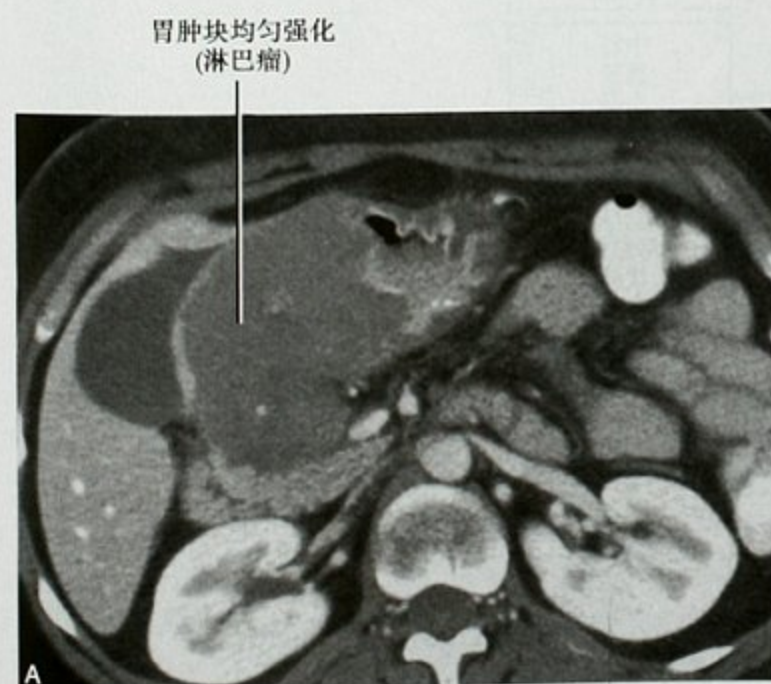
增强 CT 横断面显示一个胃恶性淋巴瘤的患者通过胃结肠韧带侵犯横结肠(A、B)
